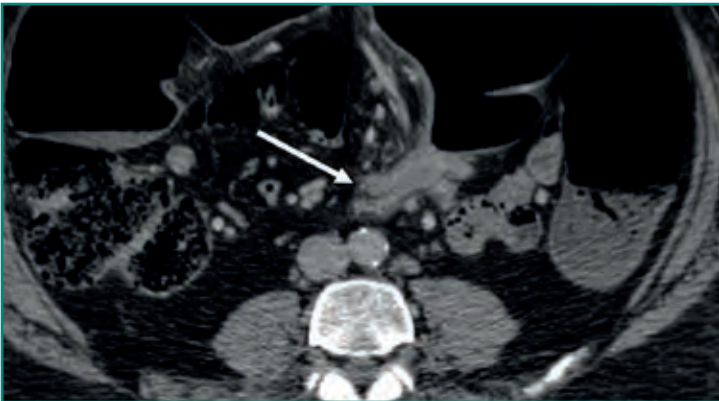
TC abdominal con obstrucción de colon que muestra un cambio de calibre brusco del asa con dilatación proximal “signo del pico”.
